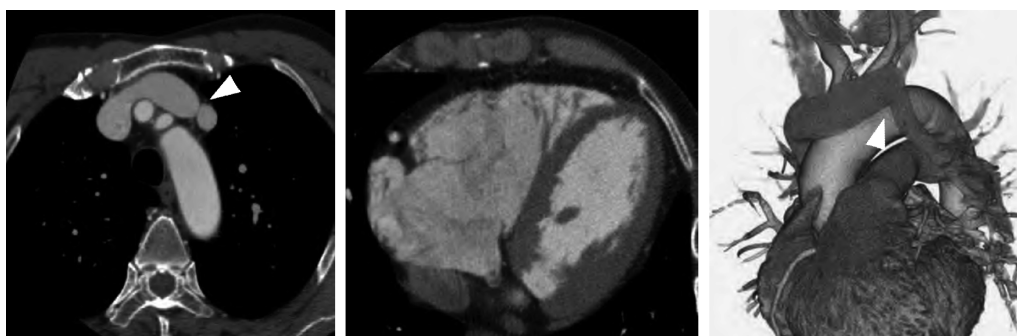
Enhanced computed tomography (CT) revealed marked dilation of the right atrium and right ventricle. The left upper pulmonary vein drains into the innominate vein via a vertical vein (arrowhead) (case2).
